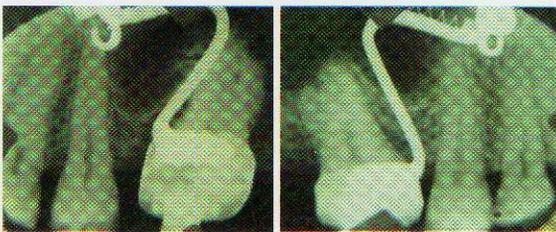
c-d. Rx periapicales, nótese la distalización radicular de molares
